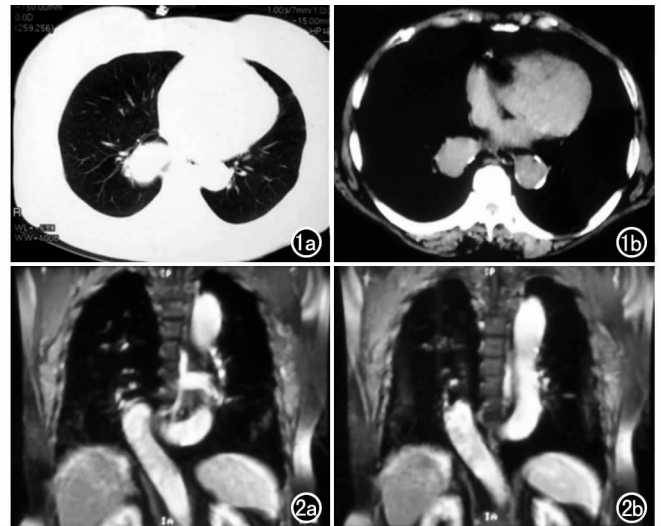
a) CT 肺窗示右下肺野内带脊柱旁见高密度团块影; b) 纵隔窗病变边缘见钙化, 类似降主动脉, 纵隔居中, 未见明显淋巴结肿大。图 2 右侧团块影与主动脉同步增强。a) 三维重组像示降主动脉在第 8 胸椎水平迂曲蜿蜒到胸椎右侧然后向下延伸穿过膈肌; b) 另一层面三维重组像。
